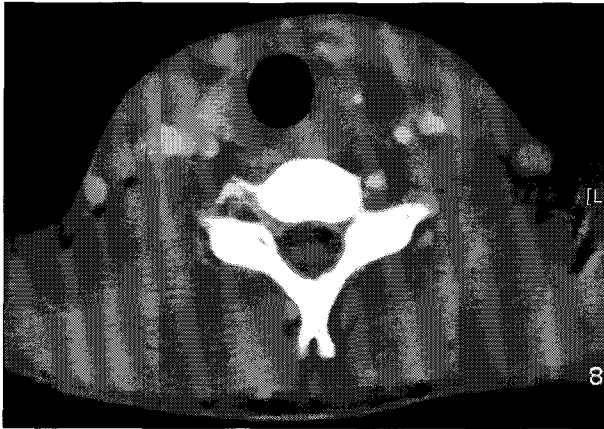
Computed tomography (CT) scan of neck at level of thyroid gland, demonstrating left-sided rimenhanced cystic mass lateral to the thyroid gland, extending to the medial portion of sternocleidomastoid muscle.
